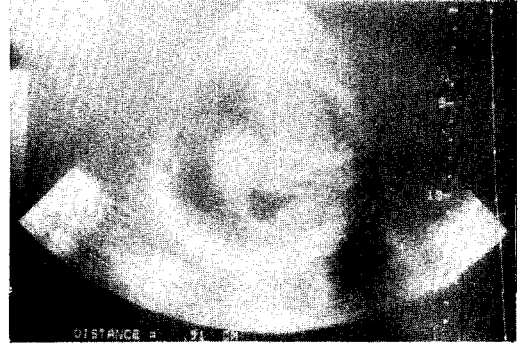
Ultrasonogram shows distended abdomen with ascitic fluid in a fetus. (Case 2)
